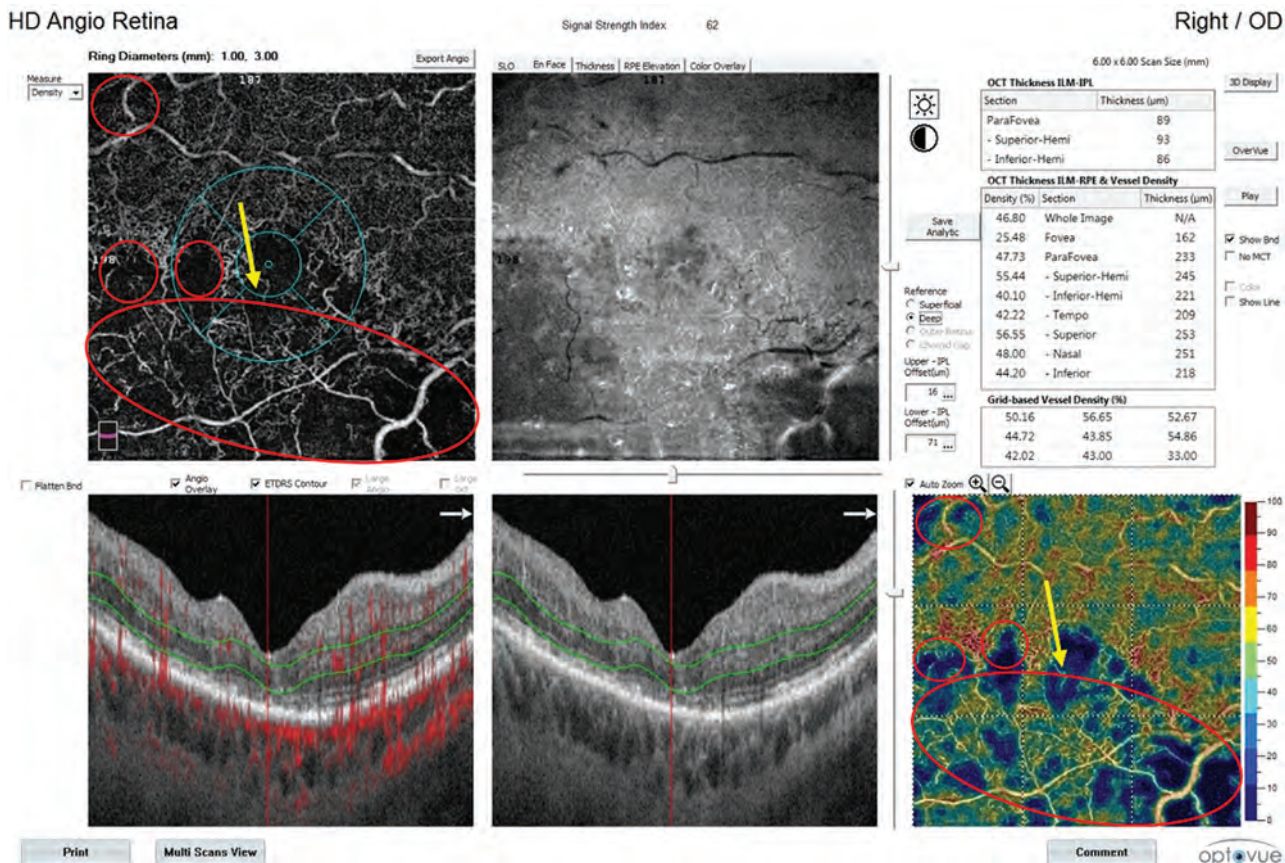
Плотность капилляров в глубоком капиллярном сплетении. Указаны зоны снижения плотности капиллярной сети, соответствующие участкам отсутствия капиллярной перфузии (овал), и расширение фовеолярной аваскулярной зоны (стрелка)
